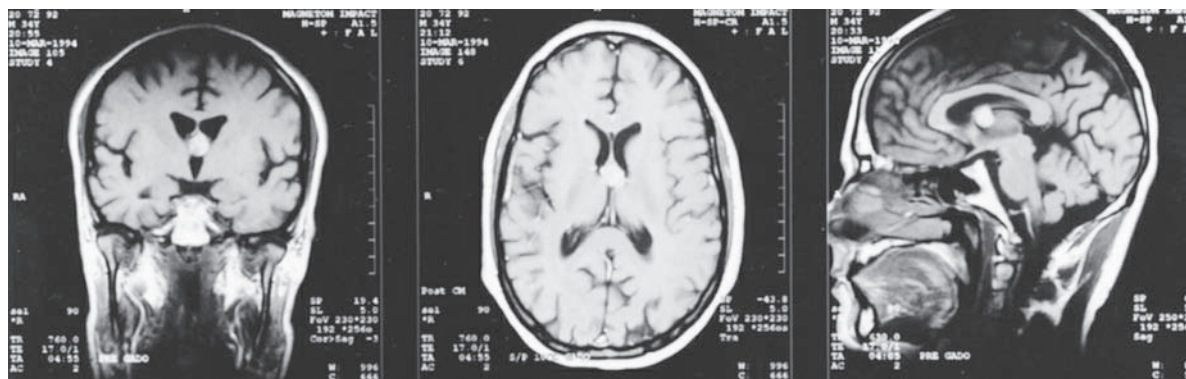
Quiste coloide del tercer ventrículo. Estudios de MRI en los planos sagital y axial. Casi todos los casos presentan también hidrocefalia, que no es visible aquí.
